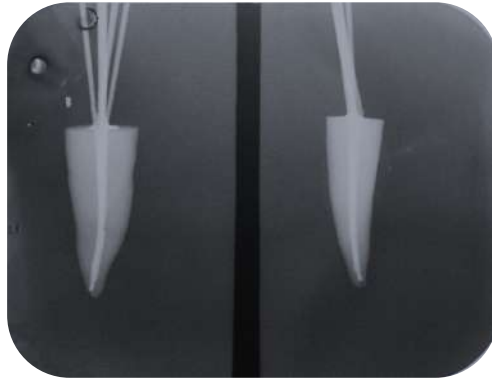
Punta principal de gutapercha. A) Punta principal de gutapercha. B) Radiografía de la punta de gutapercha.
